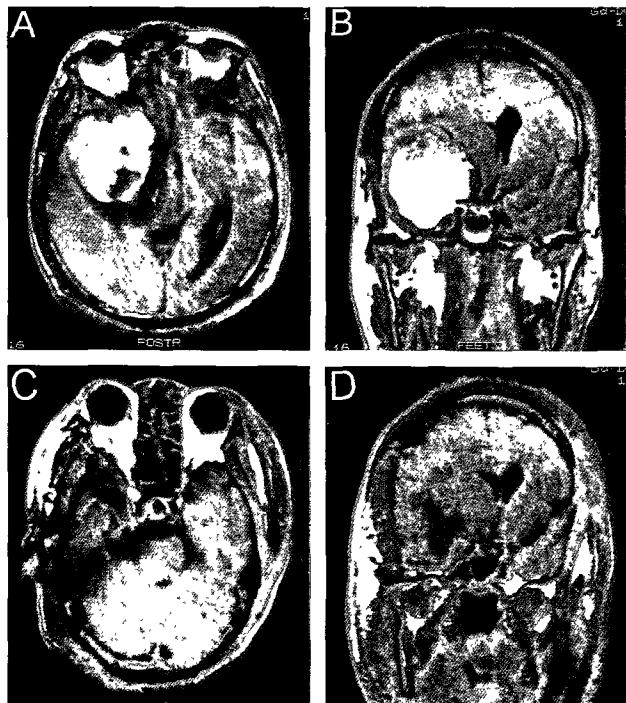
A and B, Preoperative contrast enhanced MRI showing large meningioma involving the orbital apex and partially cavernous sinus. C and D, Postoperative MRI at 40hours showing complete removal of tumor.
